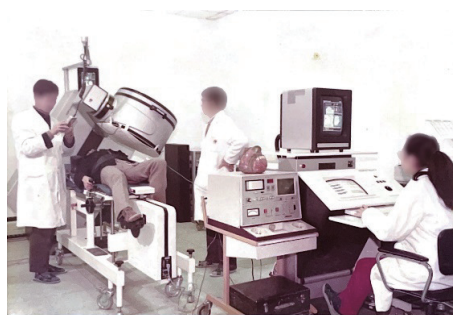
1989 年福建医科大学附属第一医院 SPECT 机房布局实景图 SPECT 为单光子发射计算机断层摄影术
